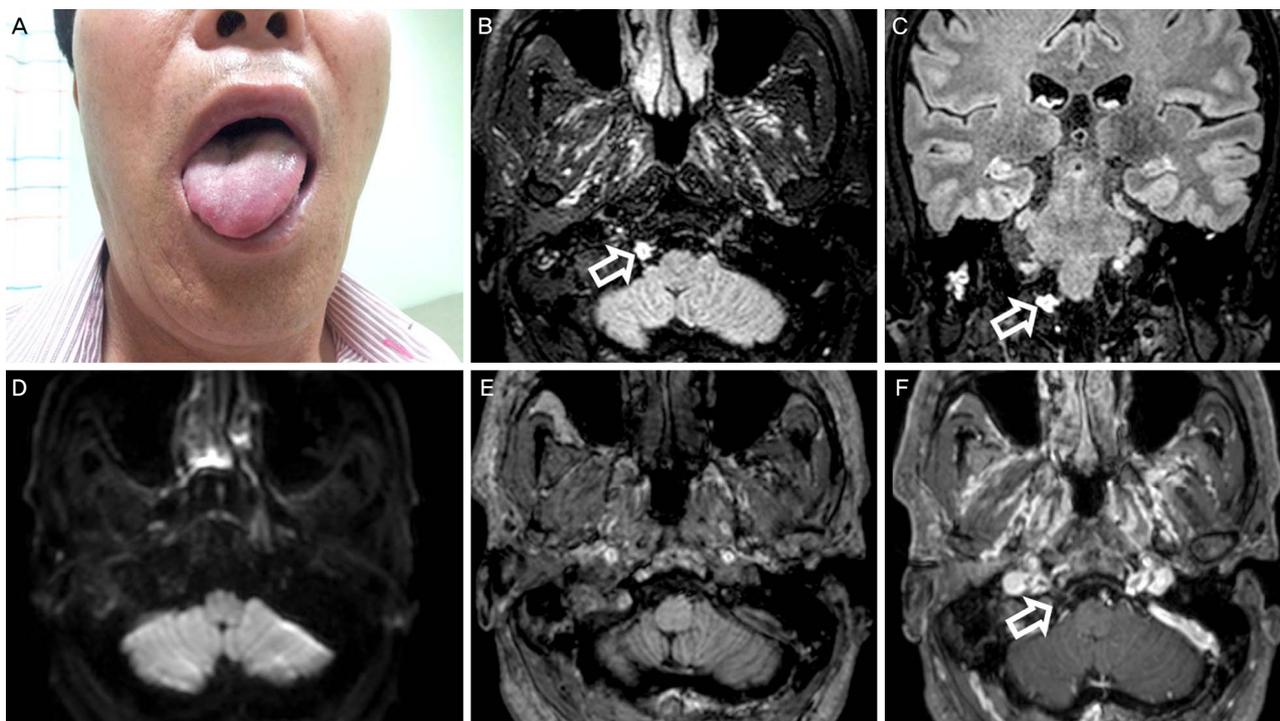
Physical examination reveals the deviation of the tongue to the right and the right tongue muscle atrophy (A). Cranial nerve magnetic resonance imaging shows a lobulated high signal intensity lesion causing compression of cisternal segment of right hypoglossal nerve on gadolinium (Gd)-enhanced fluid attenuated inversion recovery axial (B, arrow), coronal (C, arrow) images. diffusion weighted image (D), T1 weighted image (T1WI) (E), Gd-enhanced T1 (F, arrow) images show low signal intensity lesion of right hypoglossal nerve.
